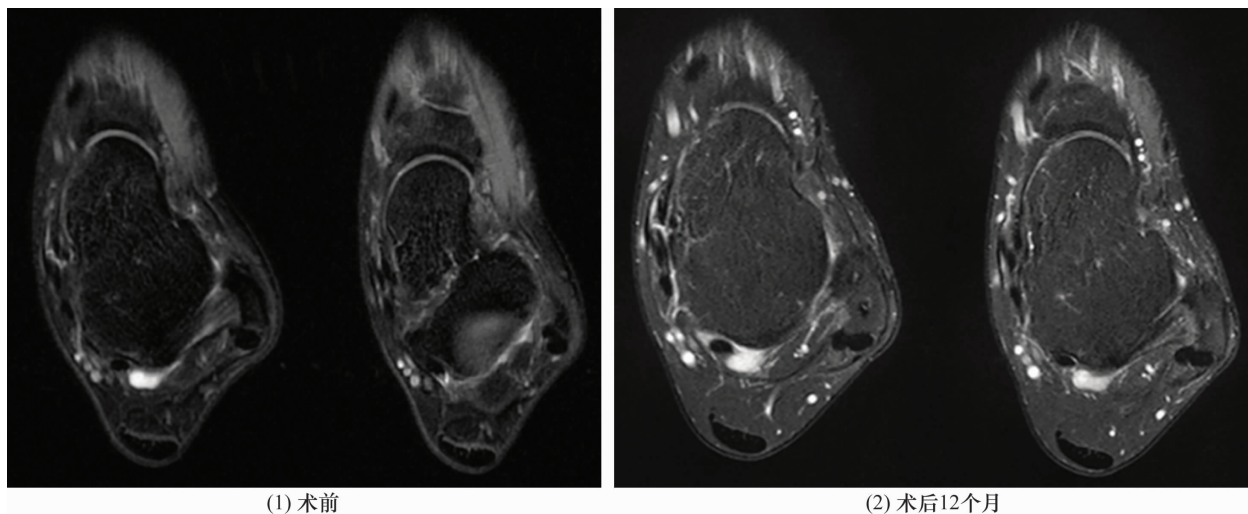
距腓前韧带损伤开放改良 Broström 手术前后横断位 MRI
